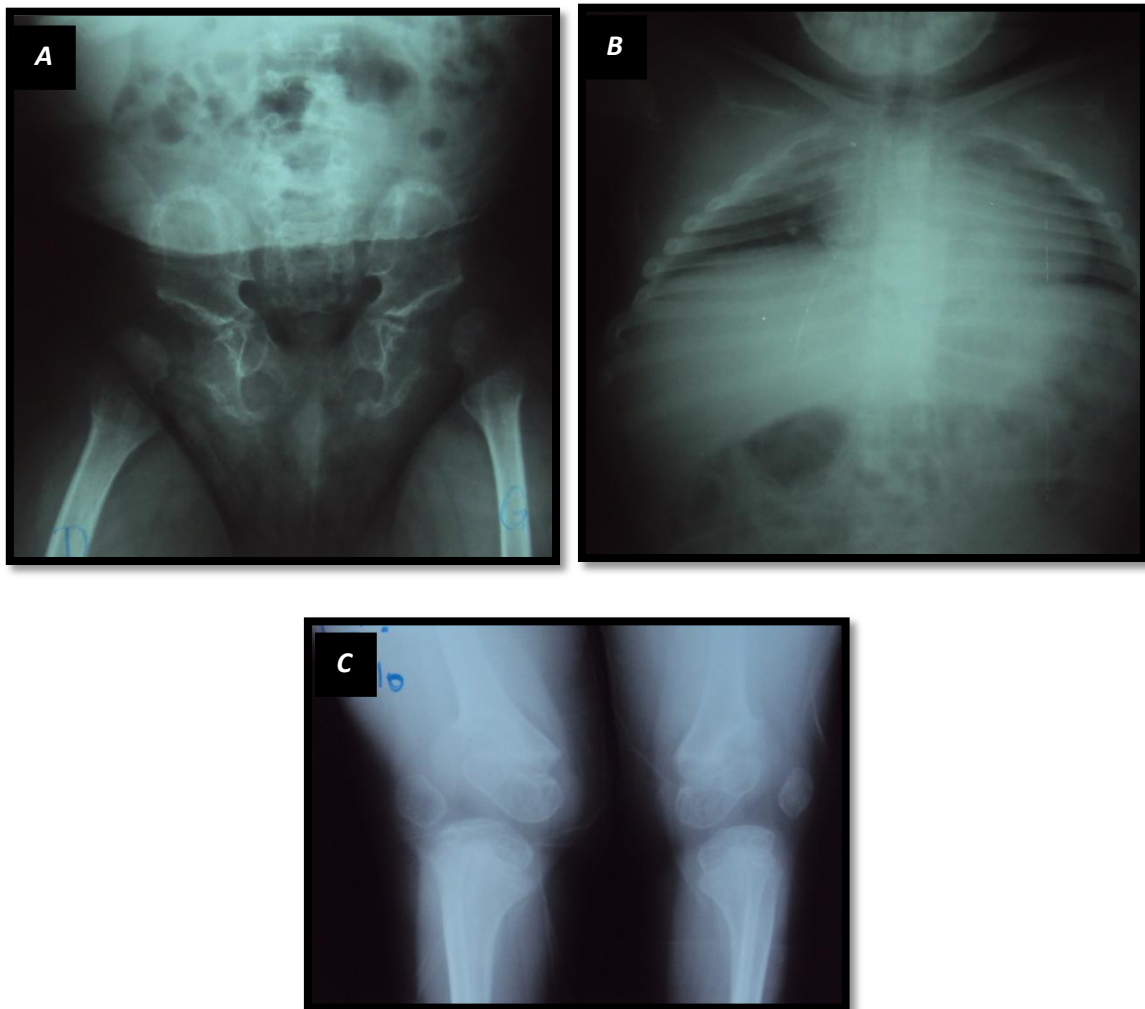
Radiographies standard du thorax, bassin et du genou du propositus
